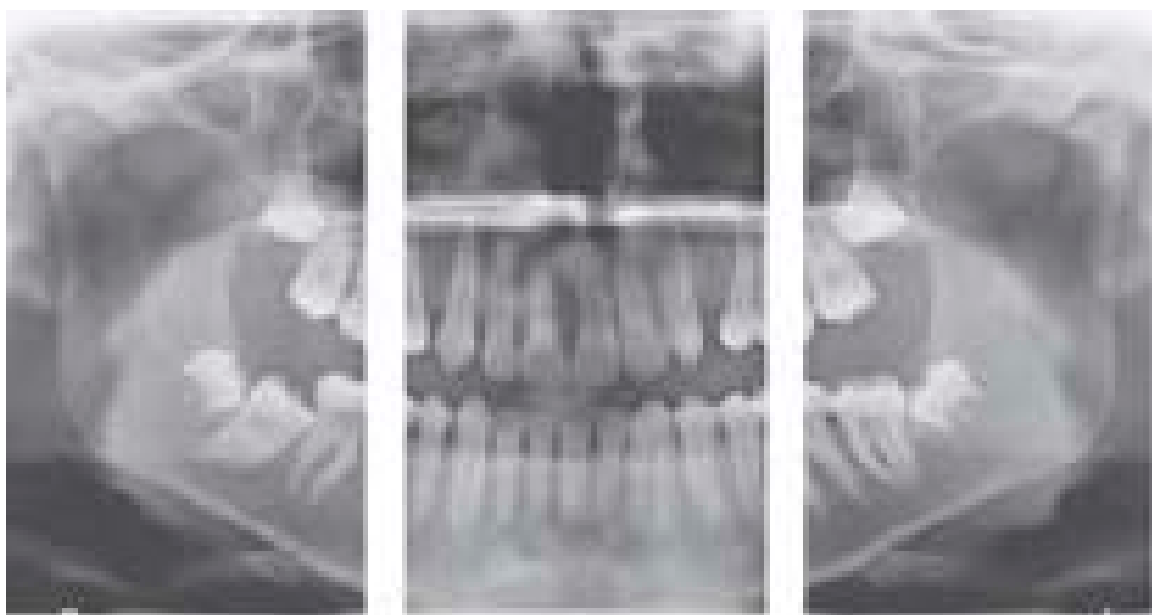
Сегментарная ортопантомография челюстей
